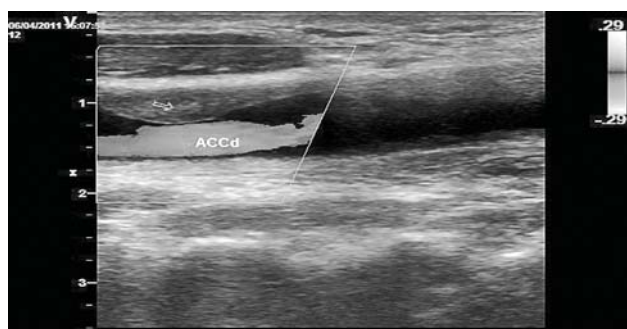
Ecografia Doppler color – secțiune longitudinală (este delimitată placa de aterom complicată cu formare de trombus).
